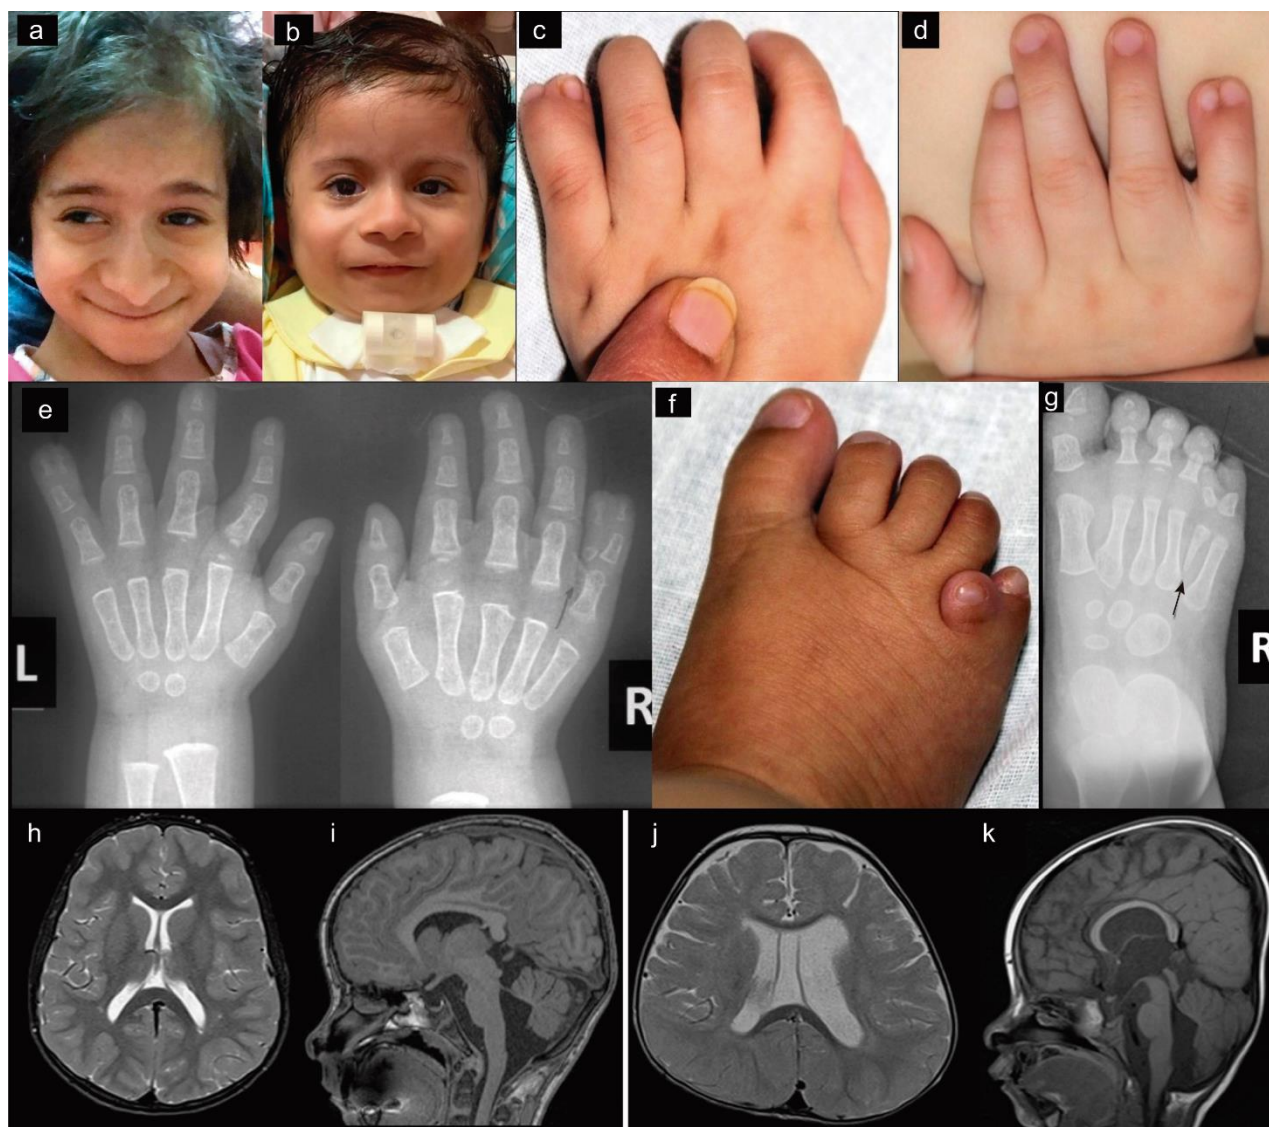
Figura 47. Características clínicas de las pacientes de la familia 3 con variantes patogénicas bialélicas en *MAPKAPK5*. a) Imagen clínica de la niña afectada II-3, a los 9 años. Se observa estrechamiento bitemporal, cara alargada, punta nasal sobresaliente y labios finos. b) Características faciales de la afectada II-5, a los 2 años de edad, con estrechamiento bitemporal, frente prominente, cejas ralas, punta nasal prominente, narinas anchas, labios finos y microrretrognatia. c-d) Mano izquierda (c) y derecha (d) de II-3 con uña doble bilateral del meñique y sindactilia cutánea parcial entre el 4º dedo y 5º dedo. e) Radiografía de las manos de II-3 en la que se observa duplicación de la falange terminal del meñique izquierdo y duplicación de las falanges media y terminal del meñique derecho con los primeros metacarpianos cortos bilateralmente. f) Imagen del pie derecho de II-3 mostrando un surco profundo entre los dedos 1º y 2º y un dedo extra corto entre el 4º y el 5º dedo. g) Radiografía del pie derecho de la paciente II-3, donde se aprecia un hueso metatarsiano extra hipoplásico (flecha) y una falange extra entre el 4º y 5º dedo del pie derecho, ausencia de falanges media y terminal del 5º dedo y falanges hipoplásicas media y terminal del 2º, 3º y 4º dedo h-i) Resonancia magnética del cerebro de II-3 a los 9 años. h: corte axial que muestra una leve desmielinización alrededor del cuerno occipital de los ventrículos laterales. i: corte sagital que muestra delgadez del cuerpo calloso, folia cerebelosa prominente e hipoplasia vermiana. El cuarto ventrículo se comunica con el líquido cefalorraquídeo (LCR). j-k) Resonancia magnética cerebral de II-5 a los 18 meses. j: corte axial que muestra cavum septum pellucidum, dilatación asimétrica de los ventrículos laterales con más dilatación en el lado izquierdo. k: corte sagital que muestra un cuerpo calloso arqueado delgado, folia cerebelosa prominente e hipoplasia vermiana leve. El cuarto ventrículo se comunica con el LCR.
